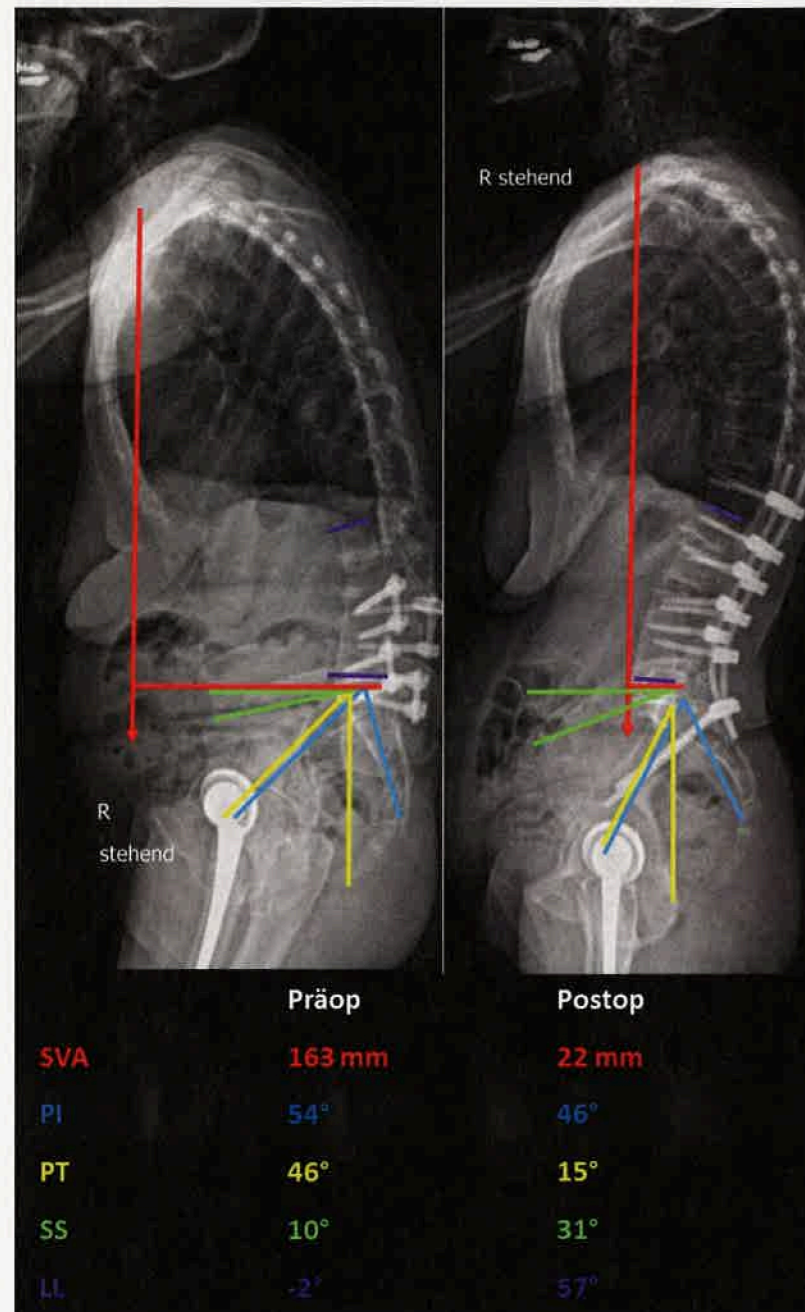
Röntgenbild einer Ganzwirbelsäulenuntersuchung (links) bei einem iatrogenen Flatback-Syndrom durch Fusion in Fehlstellung und sowohl klinischer als auch radiologischer sagittaler Dysbalance und (rechts) nach dorsaler Korrekturspondylodese und wieder hergestelltem sagittalem Alignment durch ventrale und laterale Cages, Osteotomien sowie dorsaler Instrumentierung. In der Tabelle unterhalb der Bilder sind die Änderungen der prä- und postoperativen sagittalen Balanceparameter zu sehen. Es ist anzumerken, dass die «pelvic incidence» (PI), wie oben erwähnt, ein fixer Wert ist. Die hier entstandene Abweichung um 8° vor und nach Revisionsoperation entspricht einer Messvarianz, entstanden durch die Rotation in der linken Röntgenaufnahme.
